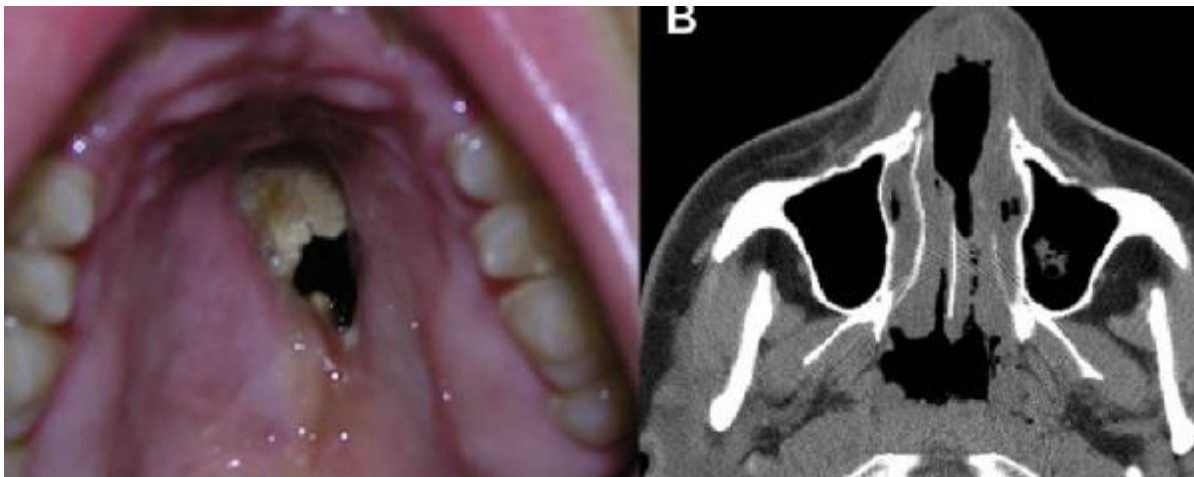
Maxillary view showing the initial hard palate defect (A) and axial CT scans showing the initial erosion of bony nasal septum and hard palate (B)
